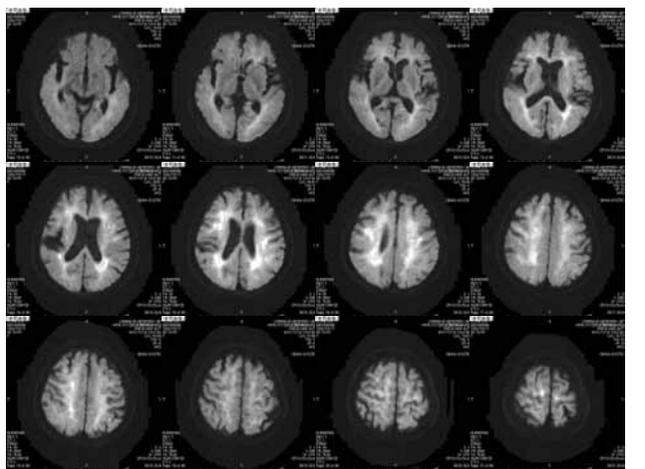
A 症例10の入院時頭部MRI -DWI(1.5T).
